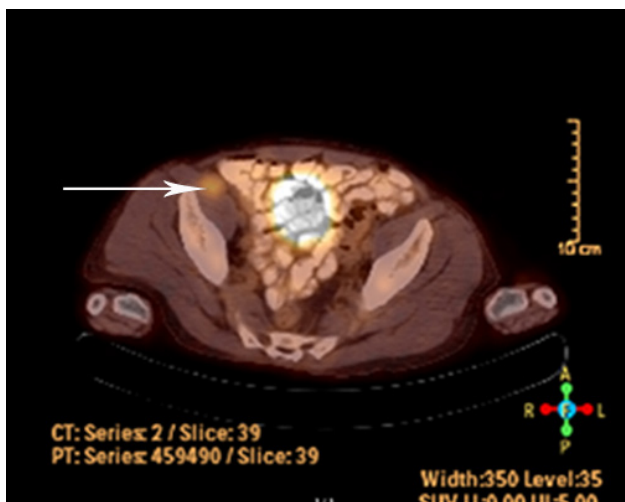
Axial image of PET scan. Lesion is marked with black arrow.
